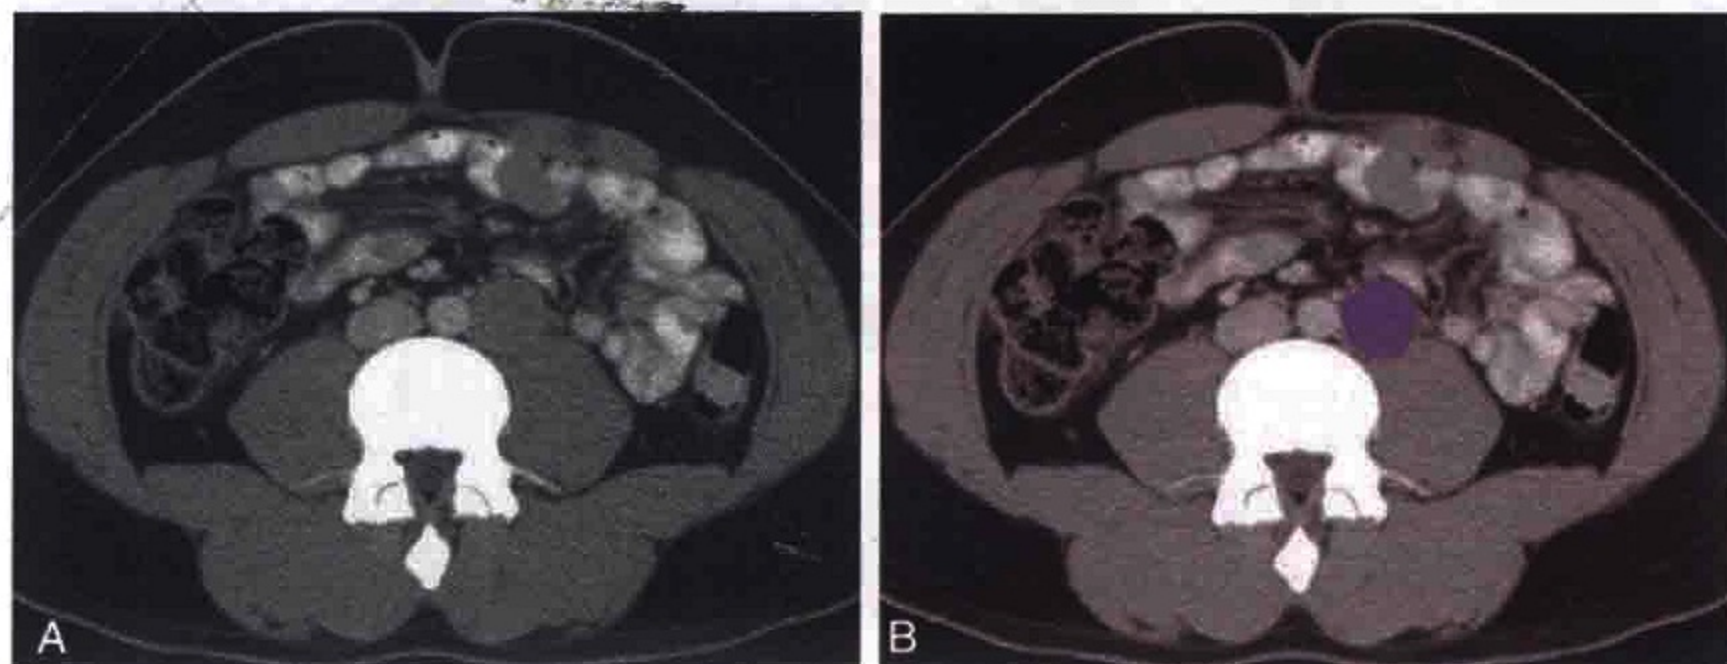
横轴位 CT 图像示睾丸癌患者腹主动脉左侧旁淋巴结转移（紫色）
